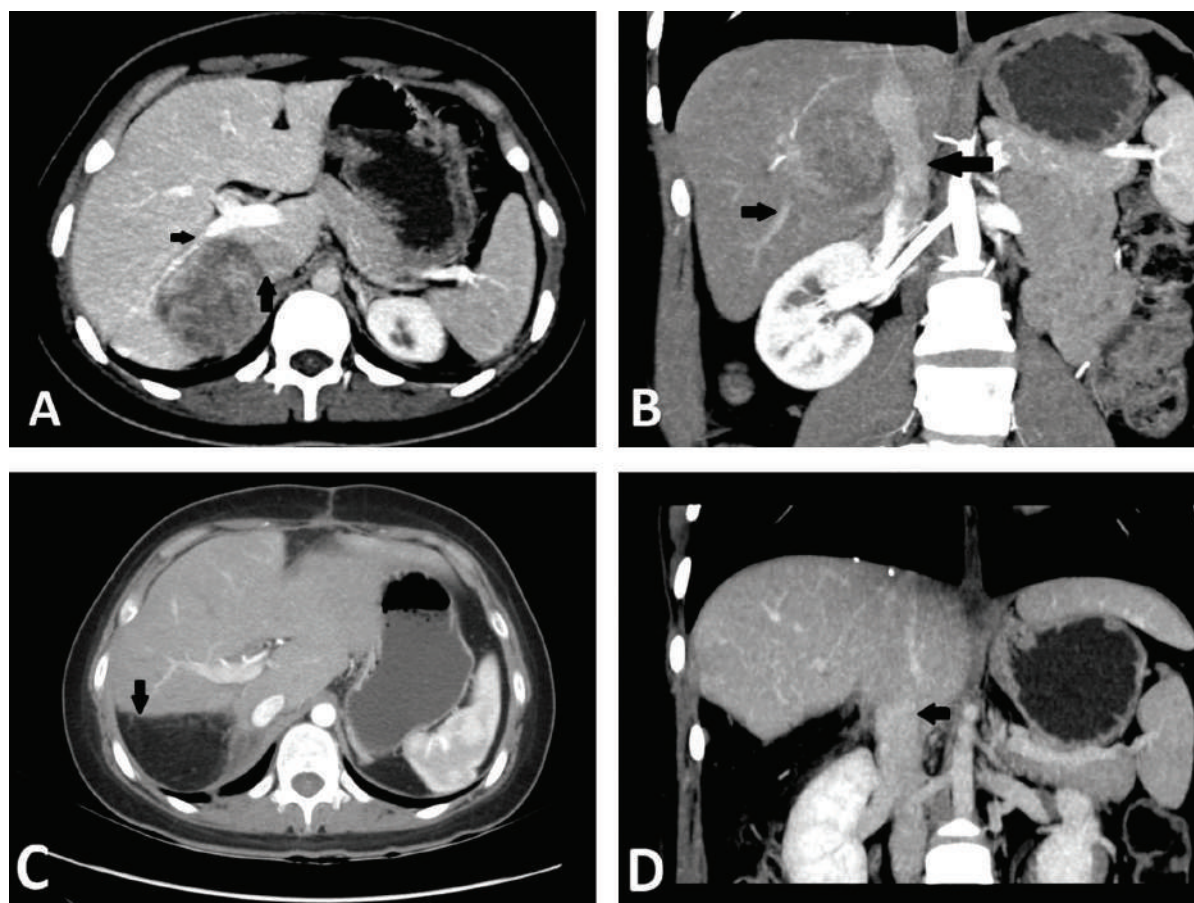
(A y B) hepatocarcinoma con compresión de vena porta posterior derecho (flechas pequeñas) y desplazamiento medial de vena cava inferior (flechas grandes). (C y D) Tomografía post-op con crecimiento compensatorio, rectificación de vena cava inferior y borde de transección de parénquima hepático.
